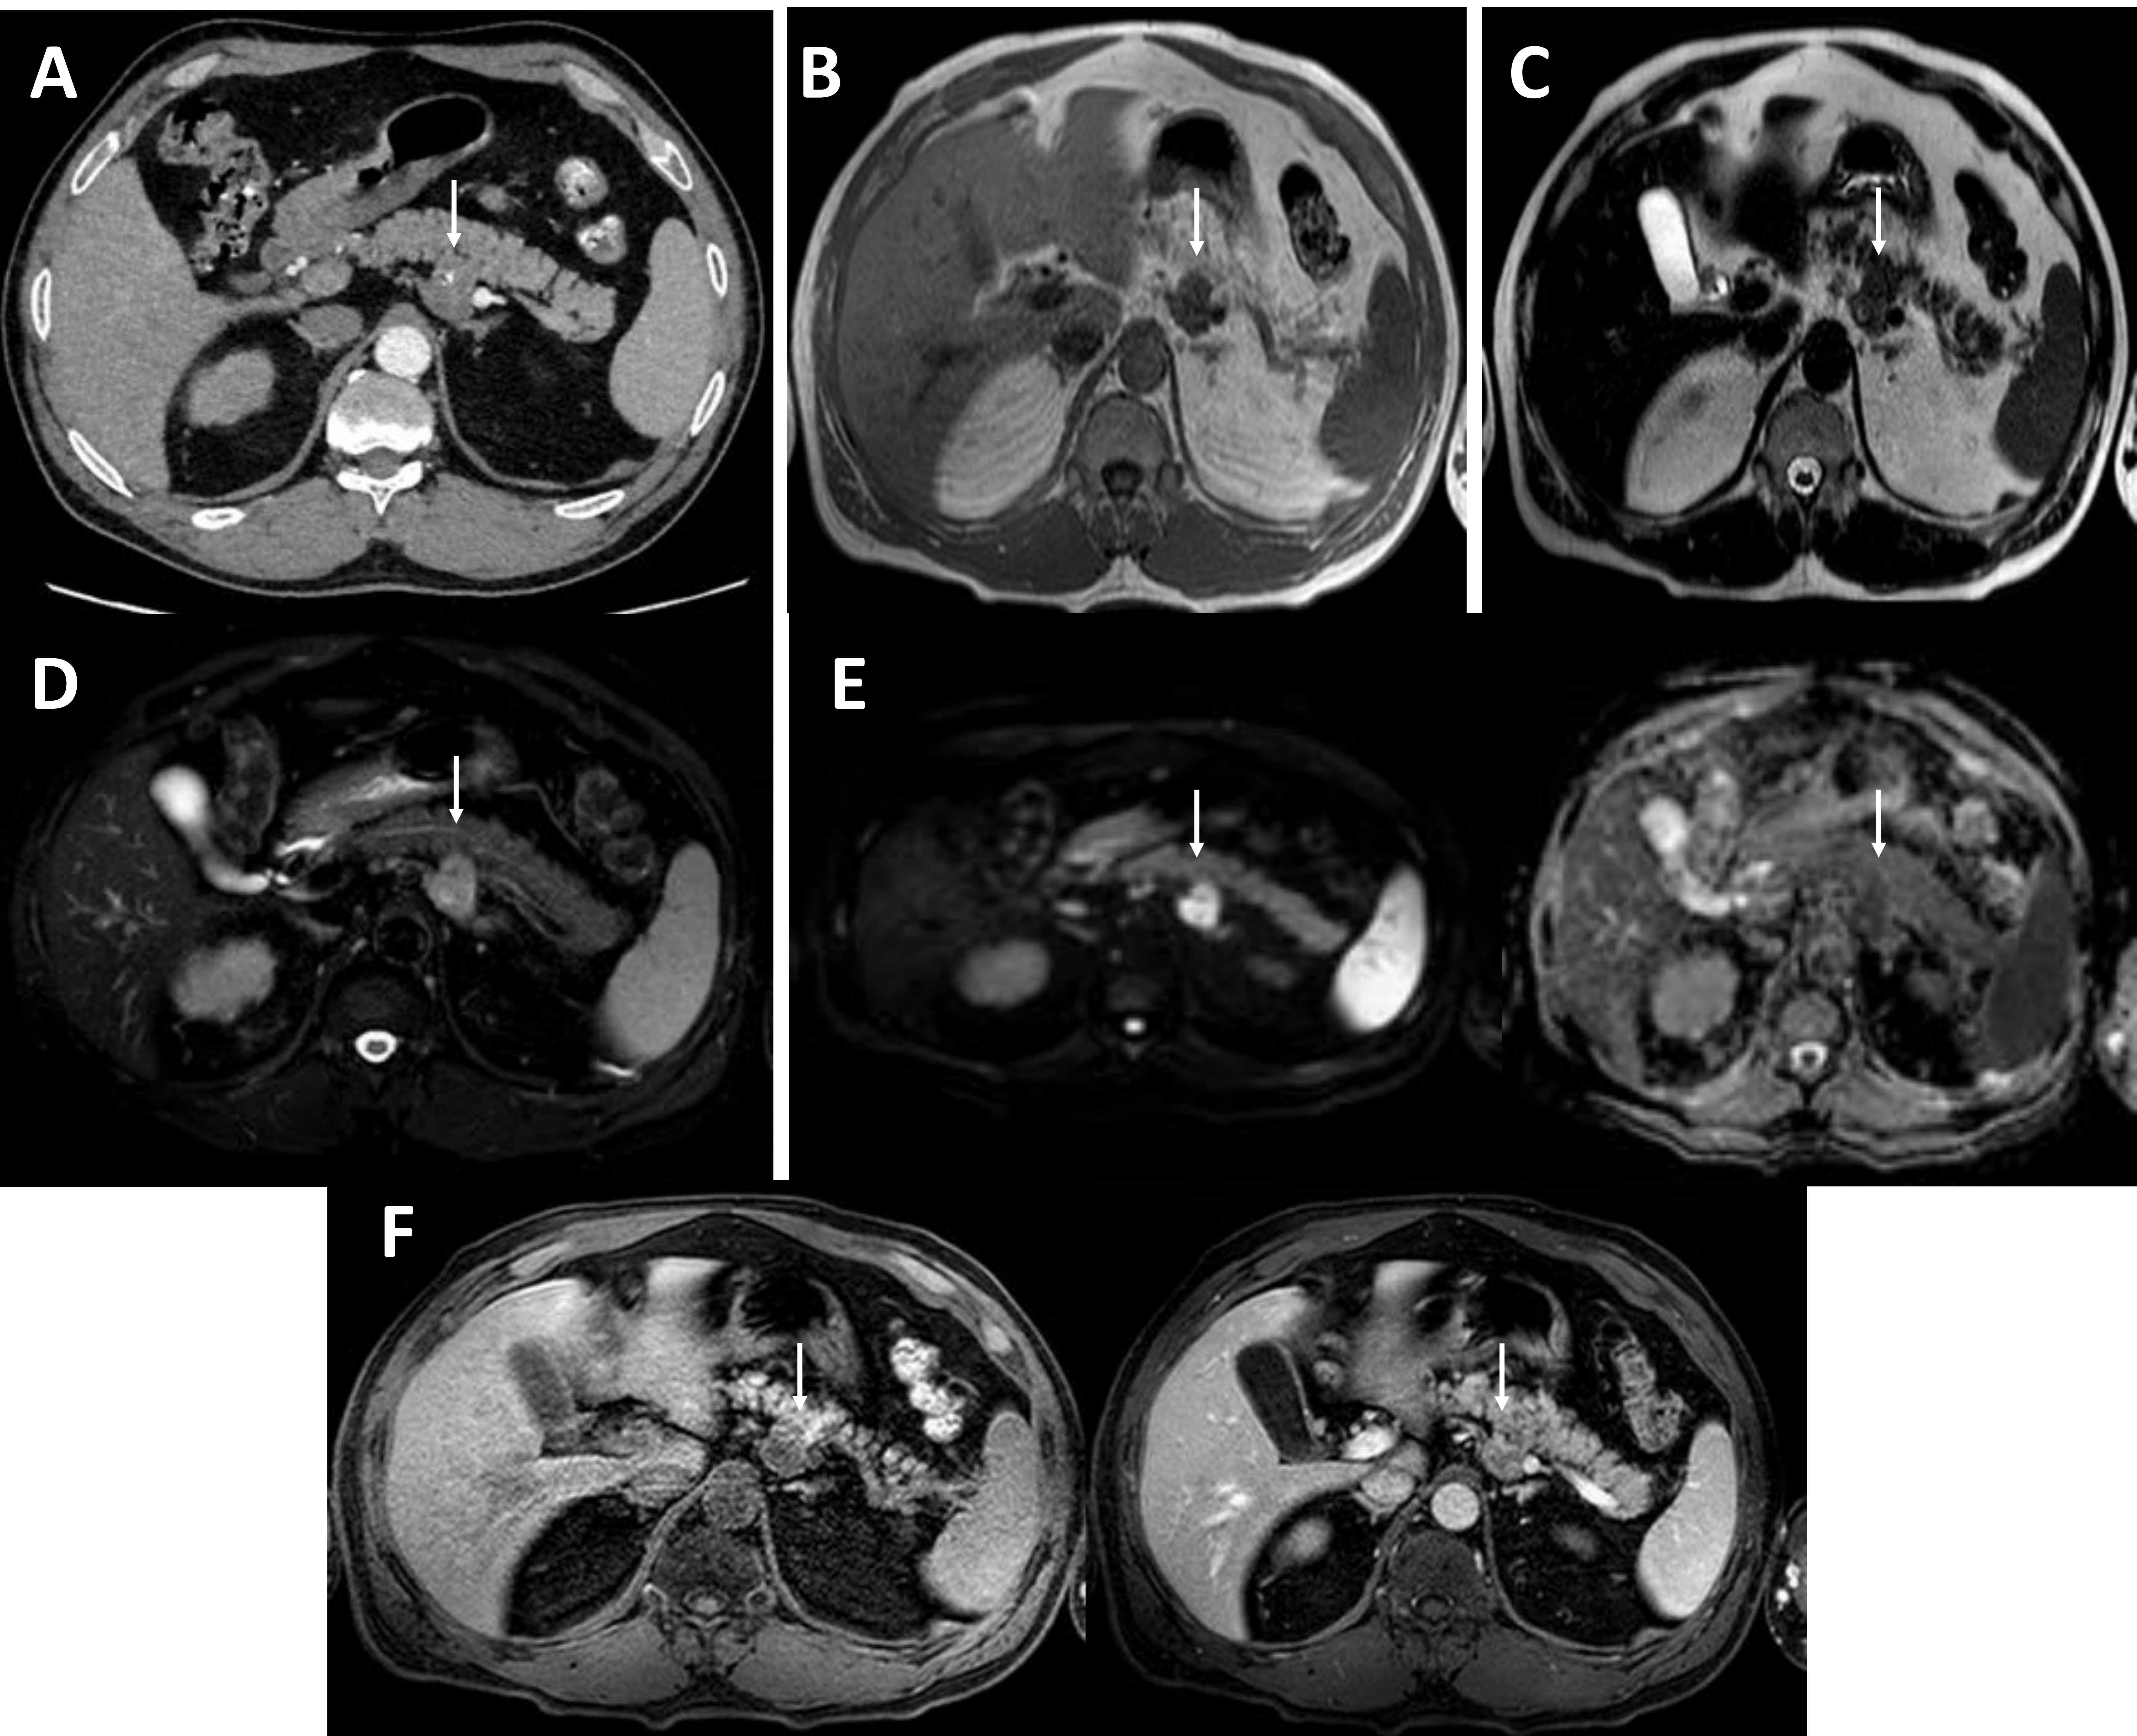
Varón de 52 años con tumor sólido pseudopapilar. Imagen A: La TC muestra un nódulo retropancreático bien definido, isocaptante respecto al parénquima pancreático y con una calcificación puntiforme en la periferia. En la RM tiene el siguiente comportamiento en las diferentes secuencias: hipointenso en T1 (imagen B), isointenso en T2 (imagen C), hiperintenso en STIR (imagen D), restricción de la difusión (imagen E) y captación de contraste en el estudio dinámico siendo isocaptante respecto al parénquima en fase portal (imagen F). El estudio histológico de la lesión reveló que se trataba de un tumor sólido pseudopapilar.
